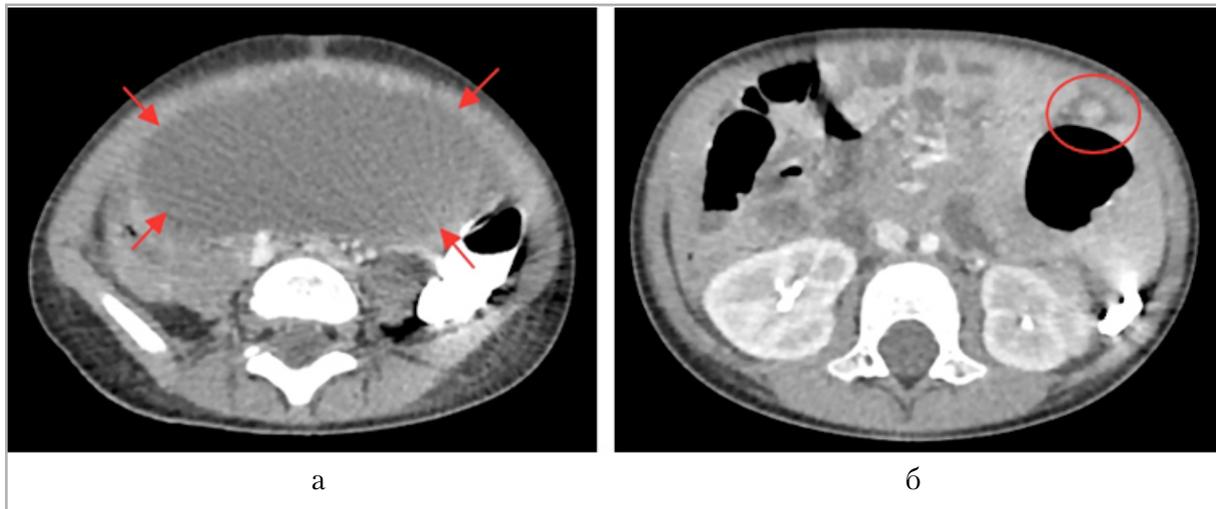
Компьютерные томограммы в аксиальной плоскости: *а* – крупное кистозное образование (красные стрелки); *б* – концентрической формы структура (в красном контуре) – whirlpool-sign, не распознанный при КТ
